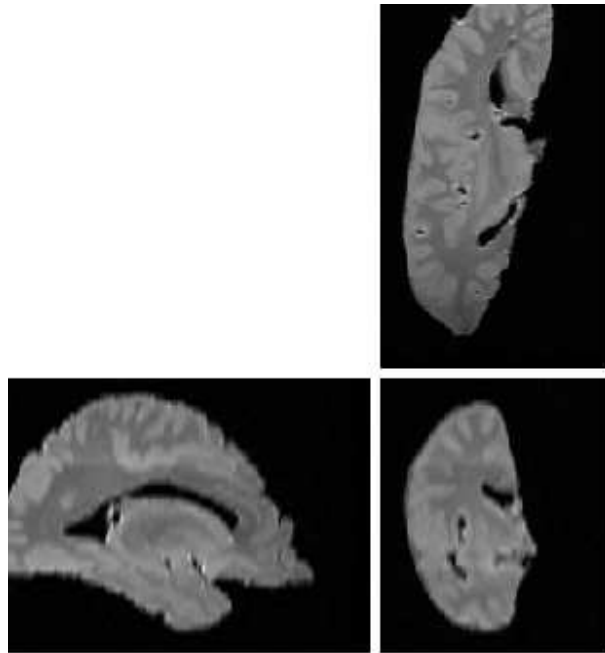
Acquisition IRM post mortem pondérée en DP, de l'hémisphère cérébral avant la découpe. A droite : vue coronale ; à gauche : vue sagittale ; en haut : vue axiale.
